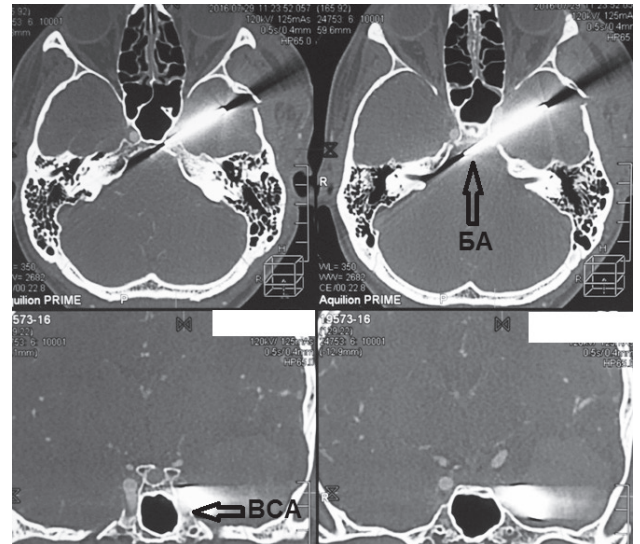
Компьютерная томография (КТ) головного мозга с КТ-ангиографией, костный режим. Визуализируется инородное тело, прилежащее к левой внутренней сонной артерии и смещающее ее медиально. Кончик инородного тела находится в области задней черепной ямки и прилежит к бифуркации базилярной артерии.
